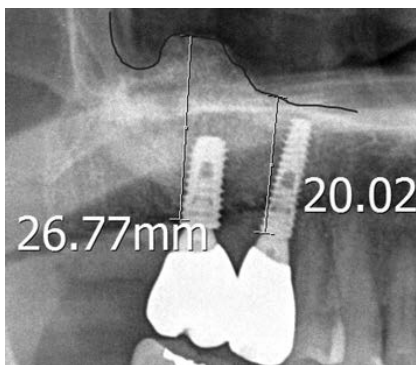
3 years after postoperative panoramic radiograph of 50-year old female patient.
